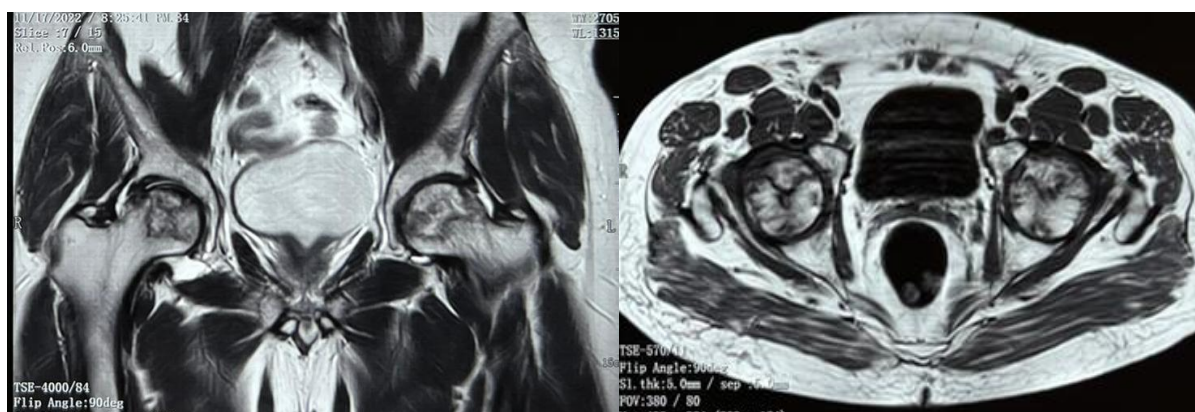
МРТ тазобедренных суставов в двух проекциях
